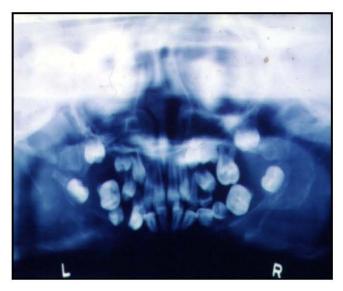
radiografía panorámica con pérdida ósea (flotando en el espacio) 60
